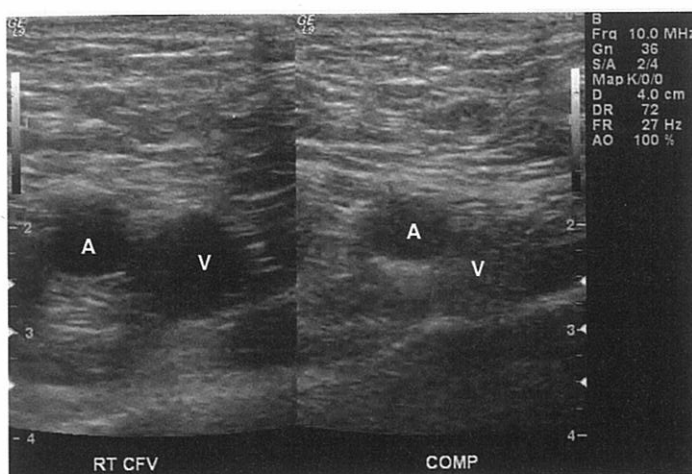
Imagini de ecografie venoasă cu compresie, cu caracteristici normale și caracteristici ce indică tromboza venoasă profundă. A. ecografie venoasă cu compresie ale venei femurale comune și arterei femurale. Imaginea din stânga prezintă o imagine sonografică a arterei femurale drepte (A) și a venei femurale comune (V) obținute imediat sub ligamentul inghinal. Imaginea din dreapta prezintă aceeași imagine după compresia manuală făcută de operator. Imaginea arată colabarea venei în timp ce artera rămâne deschisă. Aceasta este o caracteristică normală a venei. B. Imagine ecografică venoasă care evidențiază tromboza venei femurale comune stângi după compresie (imaginea din dreapta). Vena femorală comună (V) nu se colabează. Materialul trombotic ecogen poate fi observat în interiorul venei.
